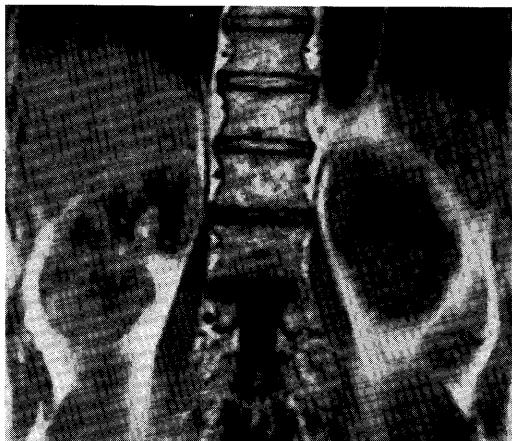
MRI T1-weighted coronal image shows no definite focal abnormality in the left kidney. Left kidney, however, has no corticomedullary differentiation.
